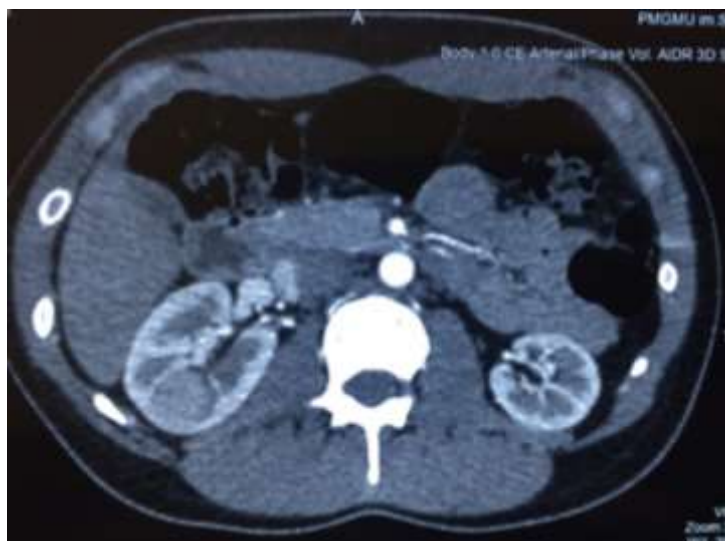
Клинический пример. Данные МСКТ с контрастированием (по заднему контуру почки - гипervasкулярное образование, размерами 31x25x24мм).
